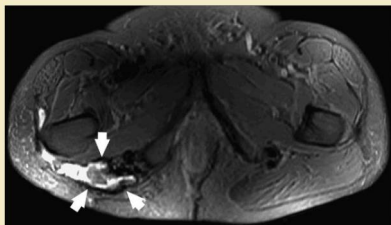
RM en T2 axial tras tres sesiones de ablación química con ácido acético. El tumor se redujo a 2,5 cm (flechas) con cierto grado de edema circundante. El dolor y la ciática del paciente desaparecieron.
